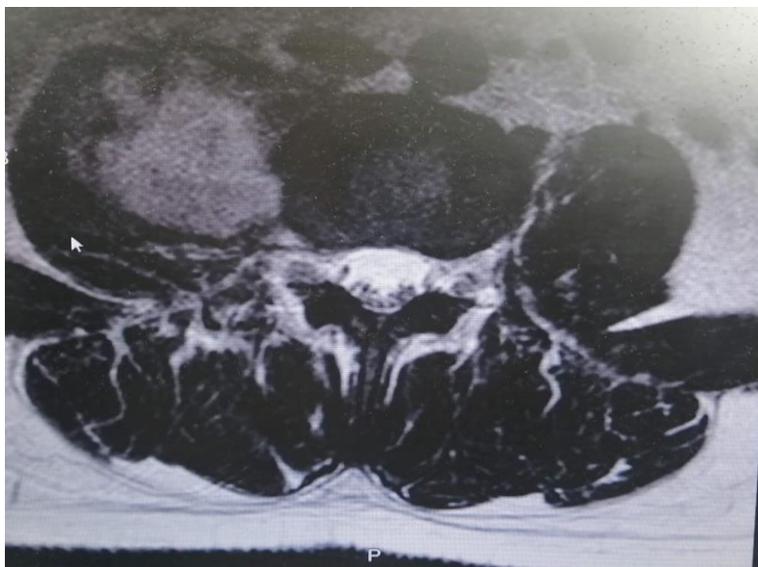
Resultado de estudio de resonancia magnética de columna dorsolumbar.⁽³⁾
